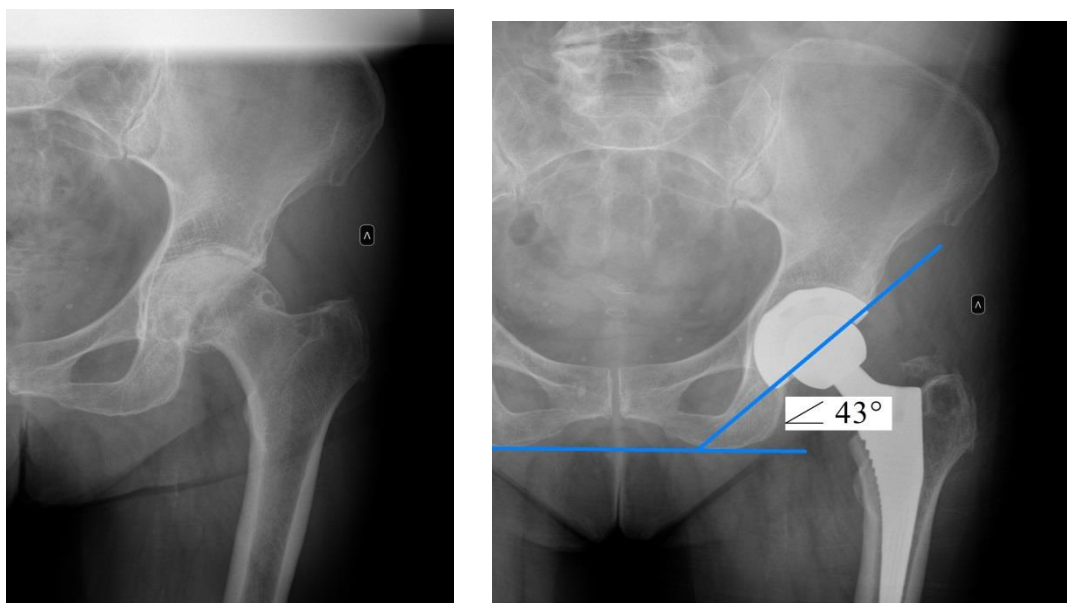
Рентгенограмма левого тазобедренного сустава пациентки К., 73 лет до и после операции
